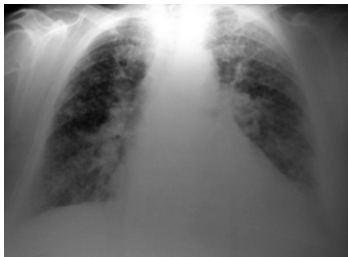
Radiografia cord-pulmon
